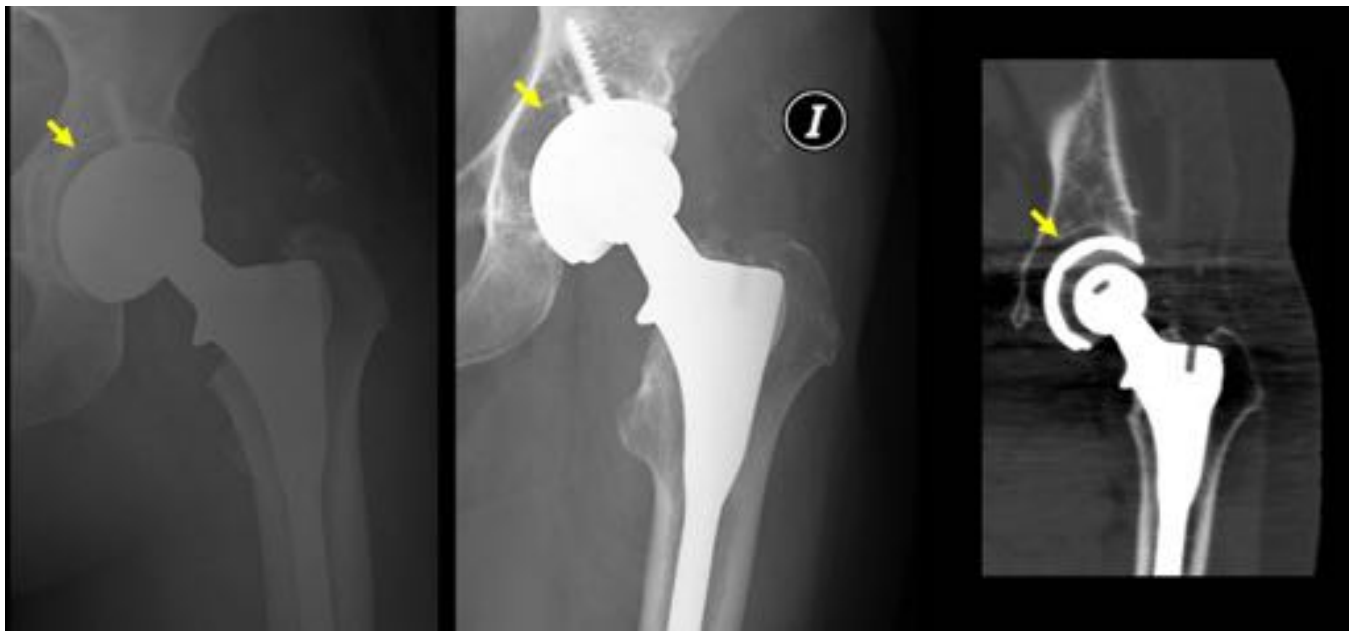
PTC mostrando una radiolucencia adyacente al componente acetabular (flecha) en el primer control (izquierda). 5 años después rx y TC coronal (derecha), mostrando un aumento del grosor del área radioluciente, sugestivo de movilización.
